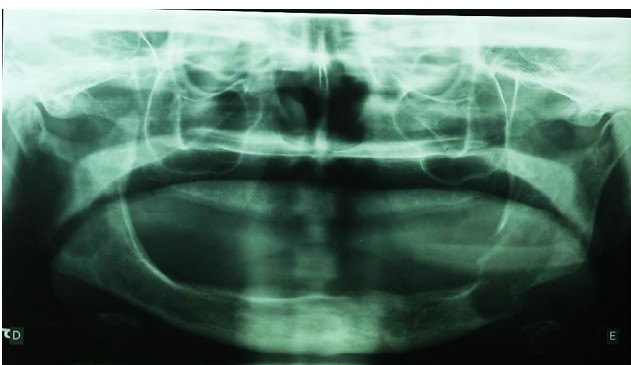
Radiografia panorâmica dos maxilares na qual se observou fratura patológica do lado esquerdo na região de corpo e ângulo da mandíbula
